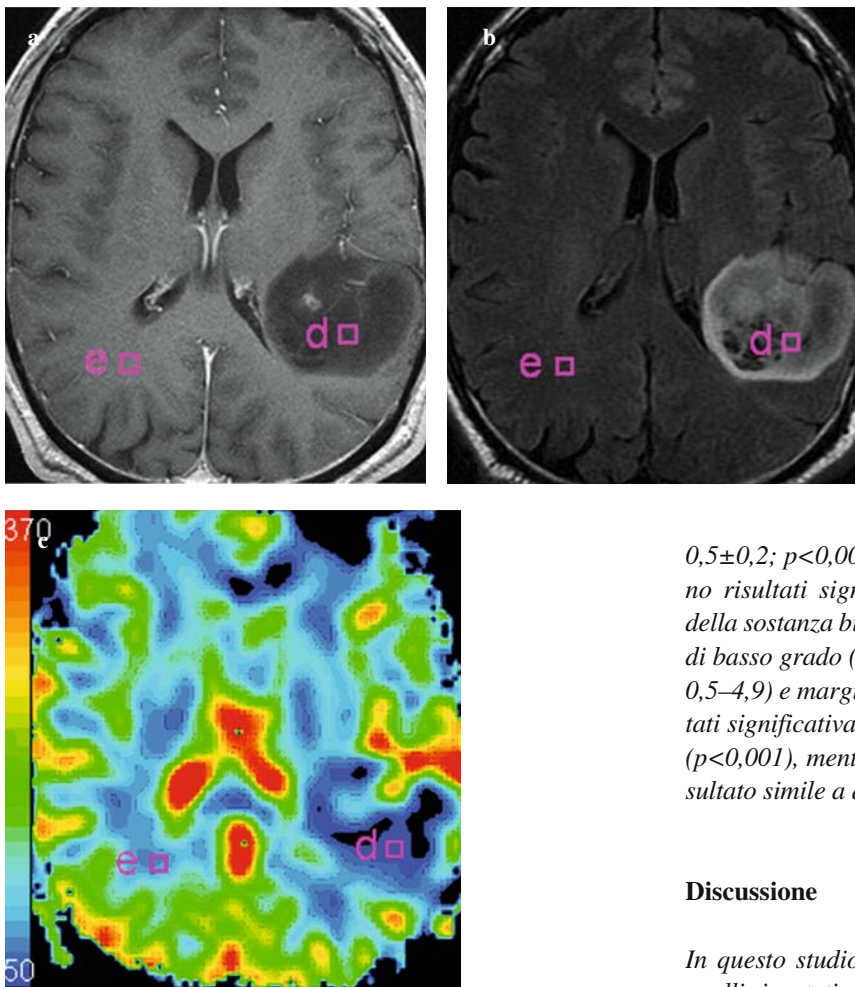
Conventional T1-weighted contrast-enhanced (a) and fluid-attenuated inversion recovery (b) images, and cerebral blood volume (CBV) map (c) in a patient with a grade II temporoparietooccipital oligoastrocytoma. The selected area in the tumour mass (d) shows CBV lower than in normal white matter (e).
